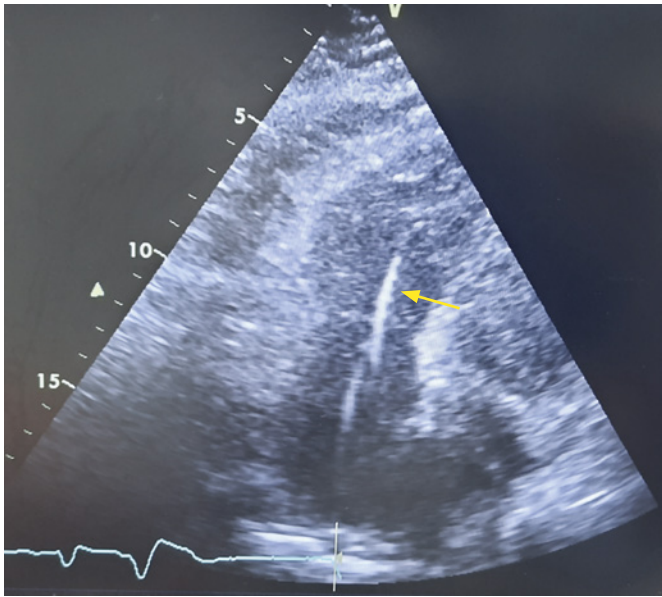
Endomyokardiální biopsie pod echokardiografickou kontrolou. Apikální čtyřdutinová projekce, bioptom směřující do hrotu pravé komory
